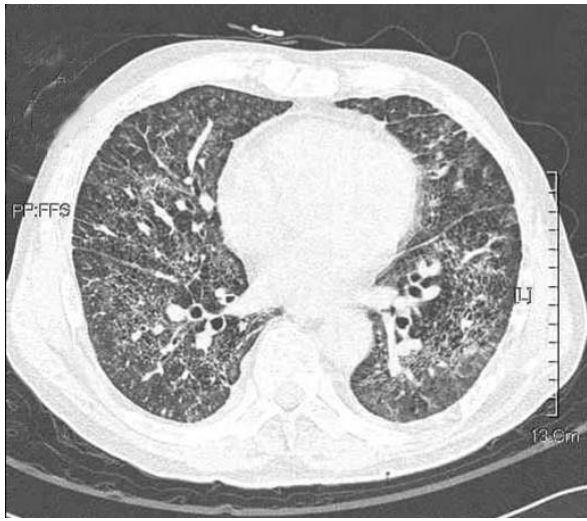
HRCT scan showed diffuse fibrosis and ground-glass attenuation in both lungs on the 2nd admission day.
